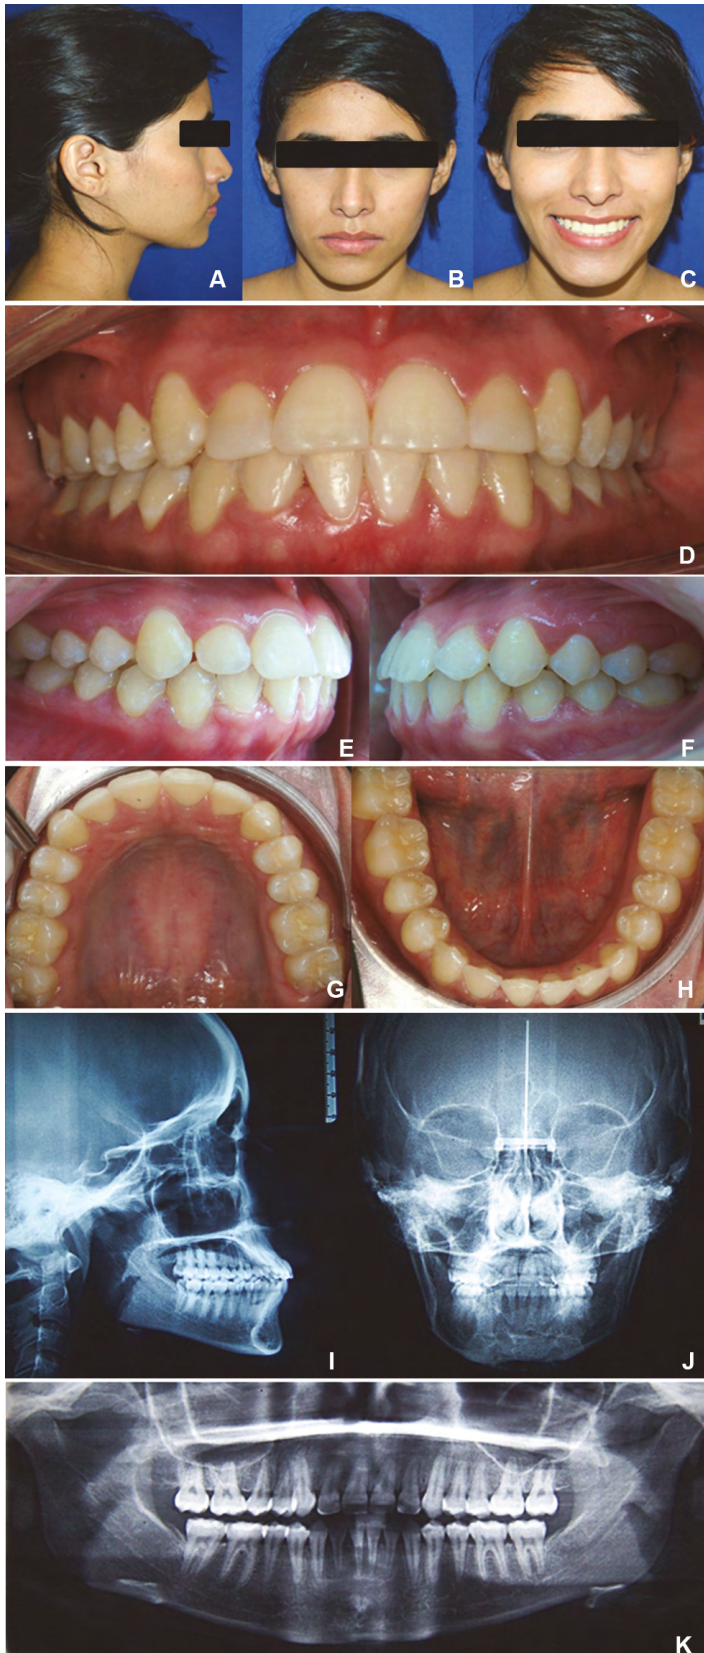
Patient #2 final records. Profile photograph (A), frontal photograph (B), smile photograph (C), frontal intraoral photograph (D), right side photograph (E), left side photograph (F), upper occlusal photograph (G), lower occlusal photograph (H). Lateral X-ray of the skull (I), posterior-anterior radiograph (J), panoramic X-ray (K)
